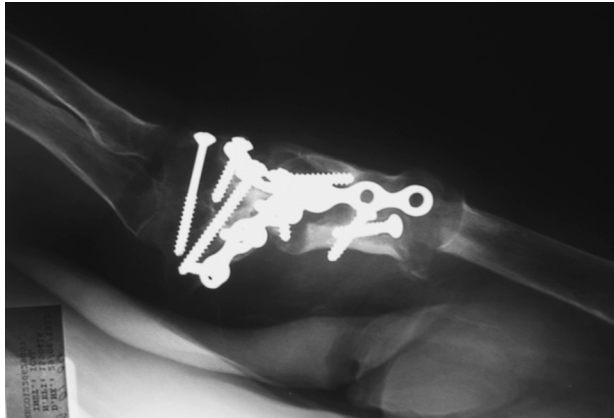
Caso 1: radiografía preoperatoria en la que se aprecia una fractura a través del extremo proximal de la placa; también una pseudoartrosis de la fractura y un aflojamiento global de la osteosíntesis, con una gran reabsorción ósea segmentaria.
